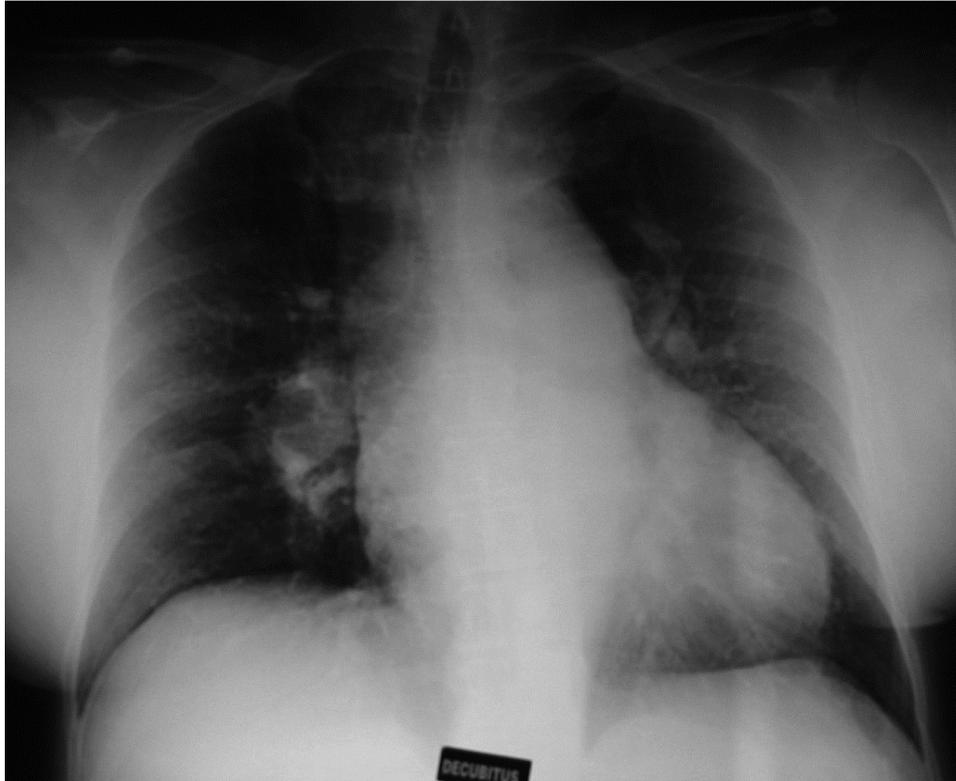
Radiographie thoracique compatible avec une HTP : hypertrophie des hiles et cardiomégalie au dépend du cœur droit
